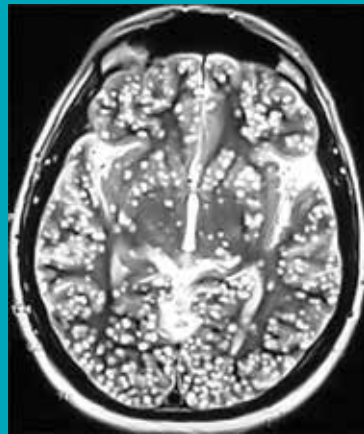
À l'IRM, nombreuses calcifications localisées dans plusieurs régions du cerveau.
